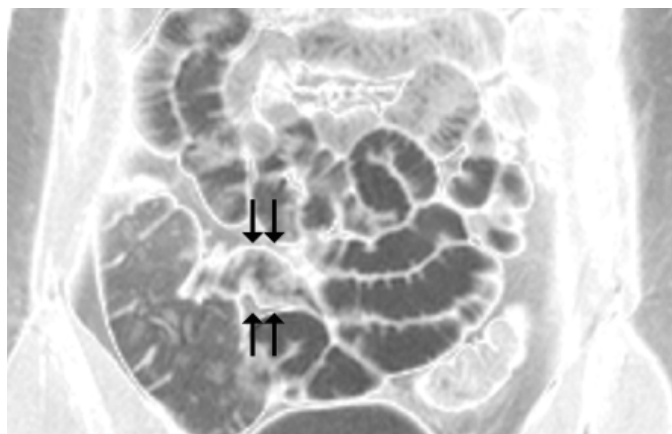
En Resonancia Magnética, las secuencias de eco de gradiente coherentes (según denominaciones comerciales TRUE FISP, B-FFE o FIESTA) son especialmente útiles para el estudio de la enfermedad inflamatoria intestinal. En este caso se observa una ligera nodularidad (hiperplasia mucosa) en el ileon terminal.
